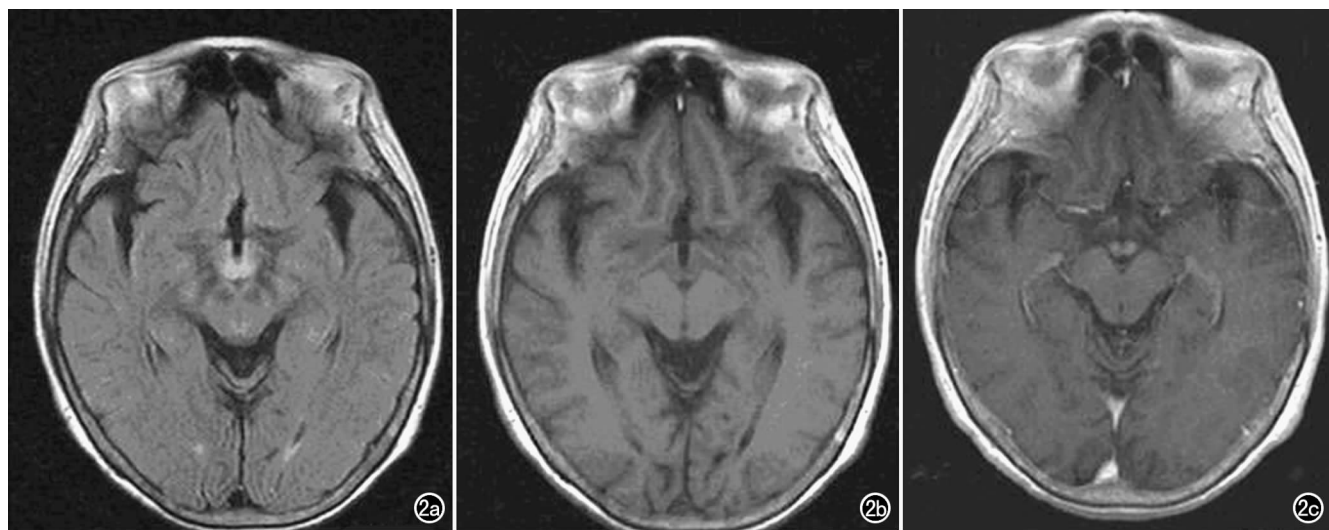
WE 患者。a) 横轴面 FLAIR 序列示双侧乳头体肿胀,信号增高; b) 横轴面 T_1 WI 示相应区域信号减低; c) MRI 增强扫描延迟期示双侧乳头体明显强化。
